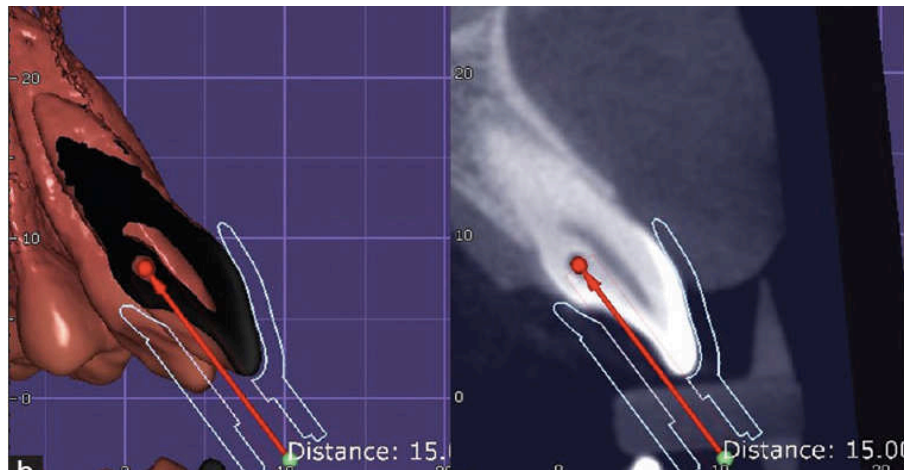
Images radiographiques montrant le trajet de fraisage utilisé pour accéder à l'invagination.[4]
